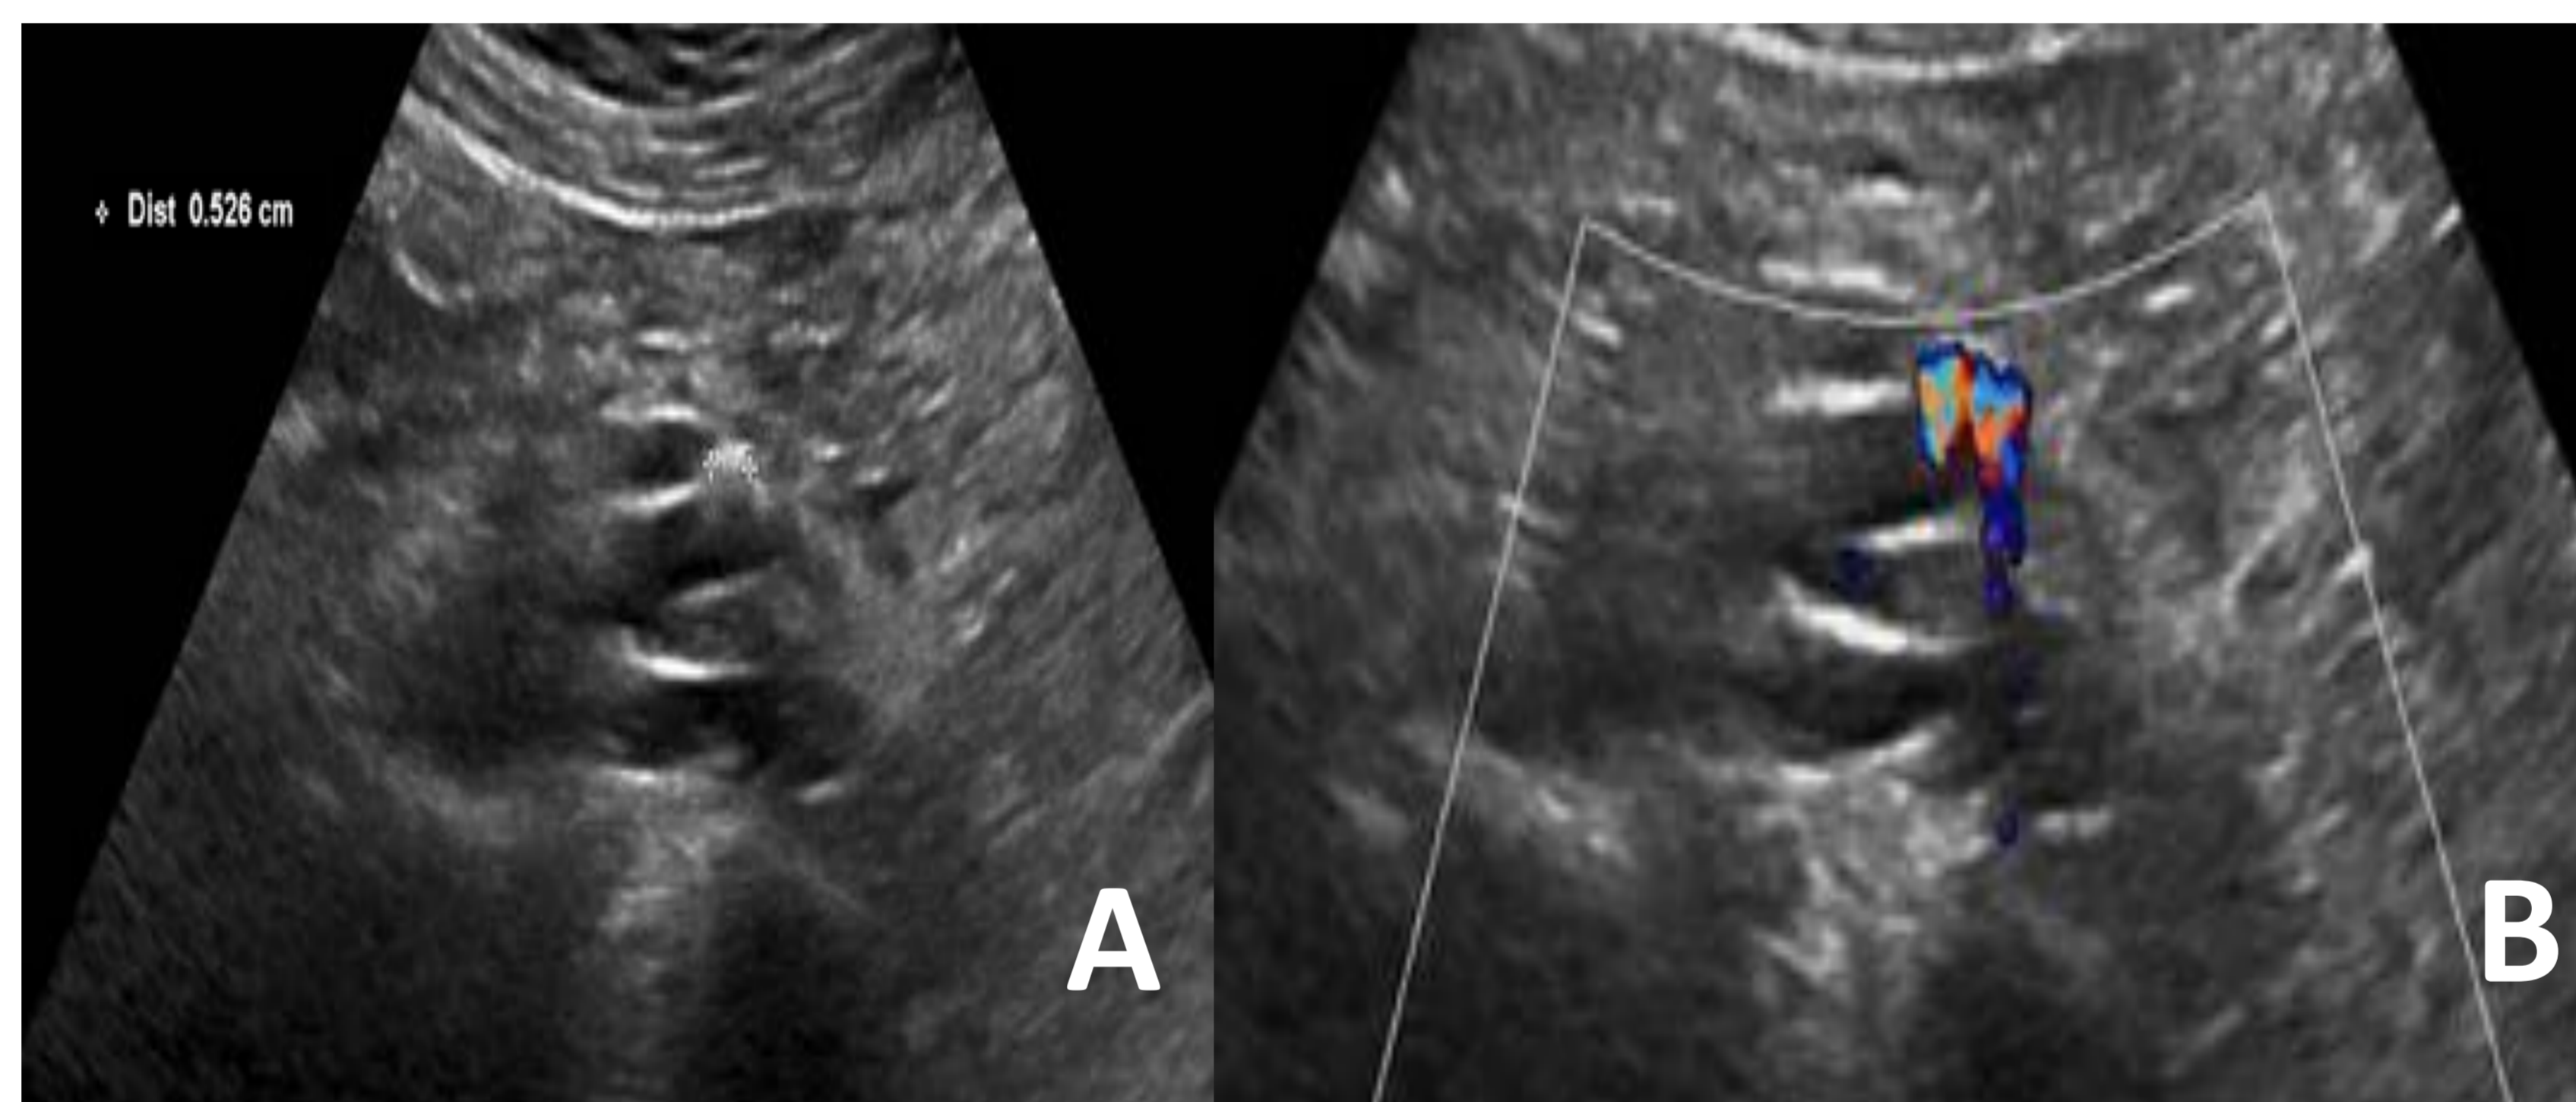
A. Litiasis ureteral izquierda en el cruce con los vasos ilíacos. Se aprecia la sombra acústica posterior, así como la dilatación proximal del uréter. B. Artefacto de centelleo con el modo Doppler color.
